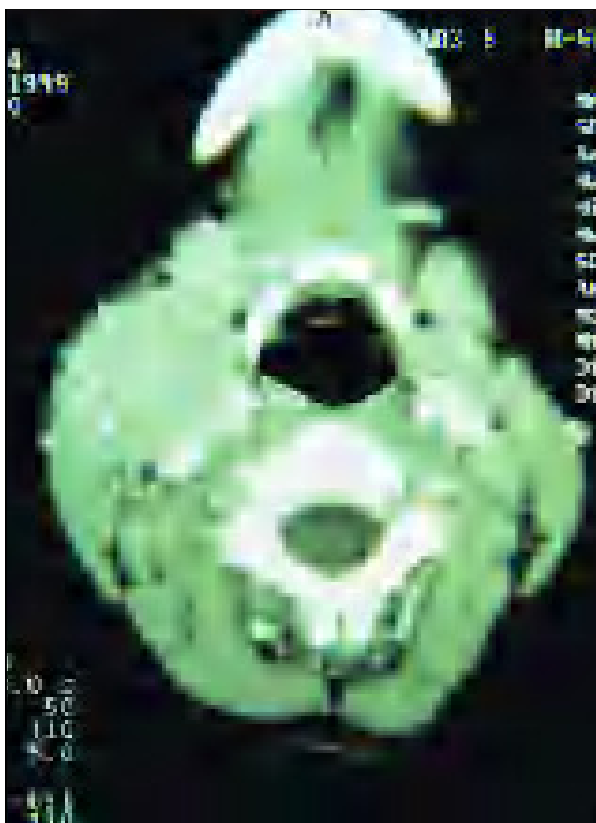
Tomografía Computerizada axial en la que se aprecia la gran tumoración linfática cervical derecha.
